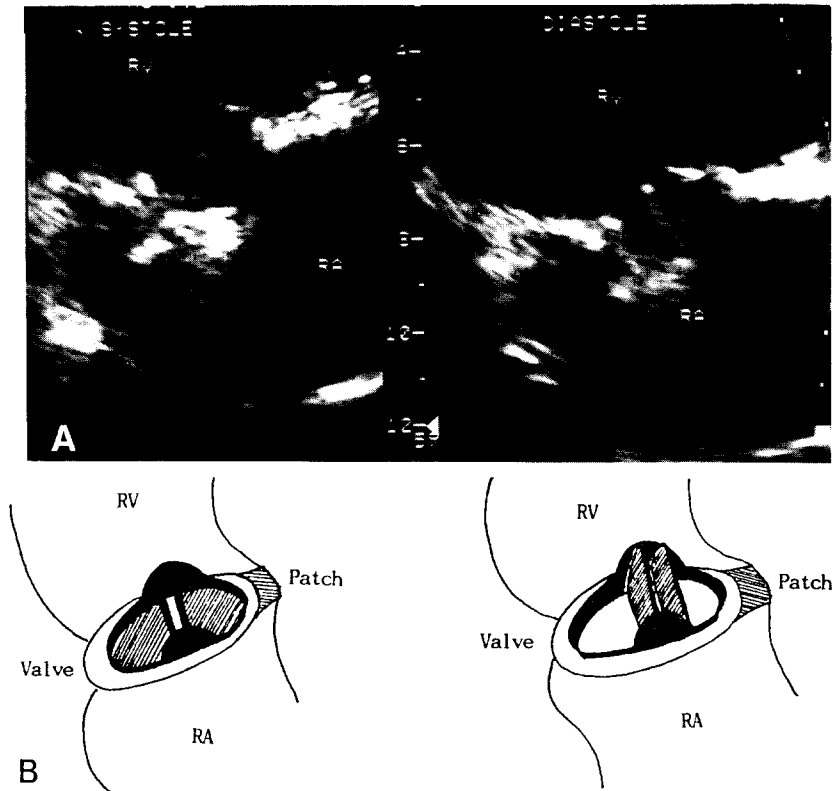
Postoperative echocardiographic finding
